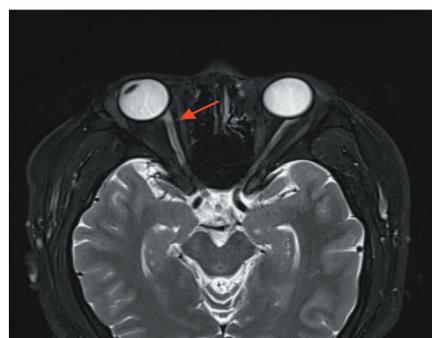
2024年2月6日患者视神经MRI图片(红色箭头)
